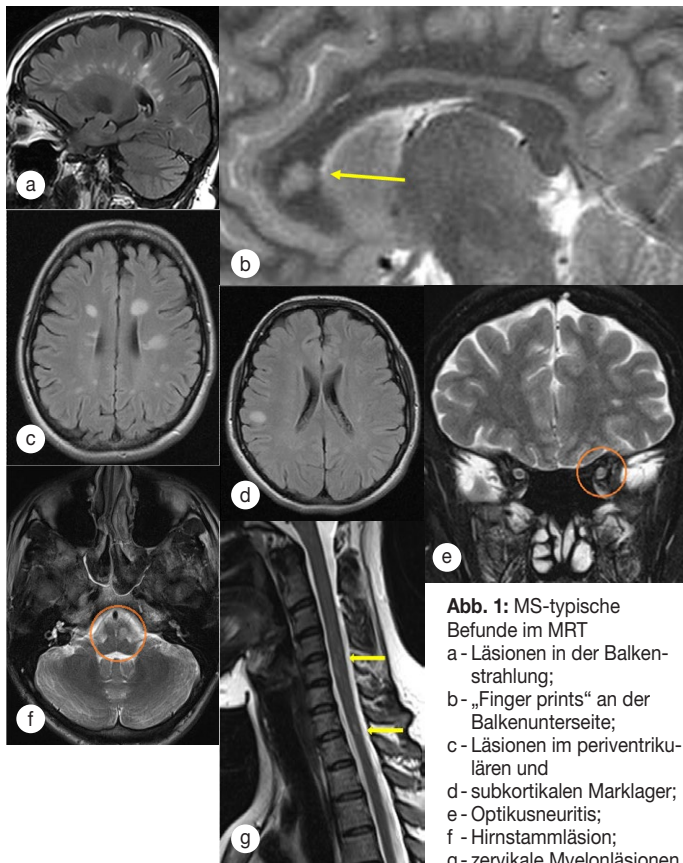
MS-typische Befunde im MRT
